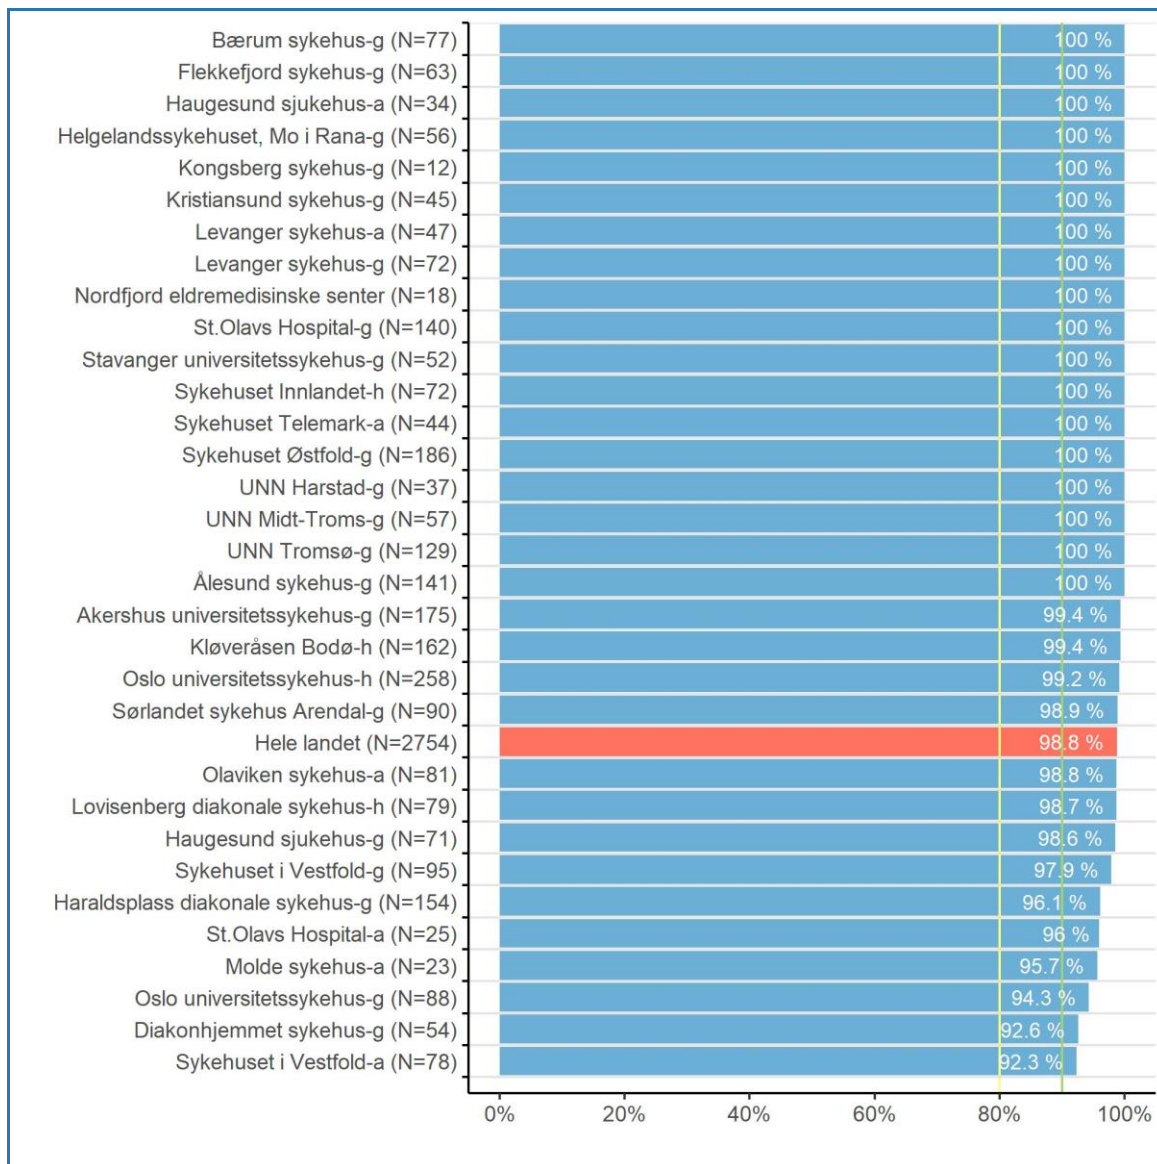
Andel pasienter hvor CT/MR er gjennomført som del av utredningen i 2022. Gul linje viser moderat måloppnåelse, grønn linje viser høy måloppnåelse.
